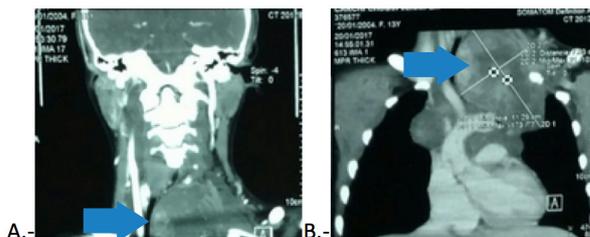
A.- TAC de cuello, corte coronal: Masa a nivel de cuello que comprime la tráquea del lado izquierdo. B.- TAC contrastada de tórax, corte coronal: masa de localización mediastinal izquierda, se extiende a cuello, a través del opérculo torácico, con captación de contraste, mide: 138mmX80 mm.
